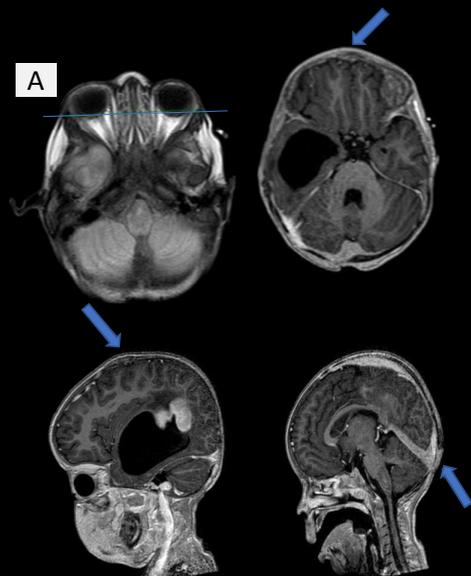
RESSONÂNCIA DE CRÂNIO- CORTES AXIAL E SAGITAL
